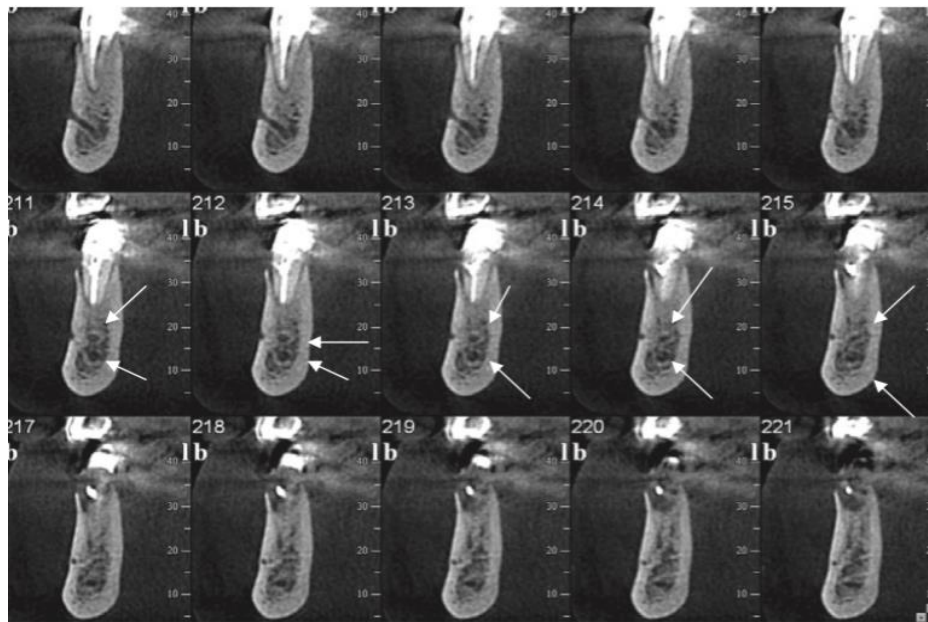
Reconstructions vestibulo-linguales par CBCT d'une BA (38)
